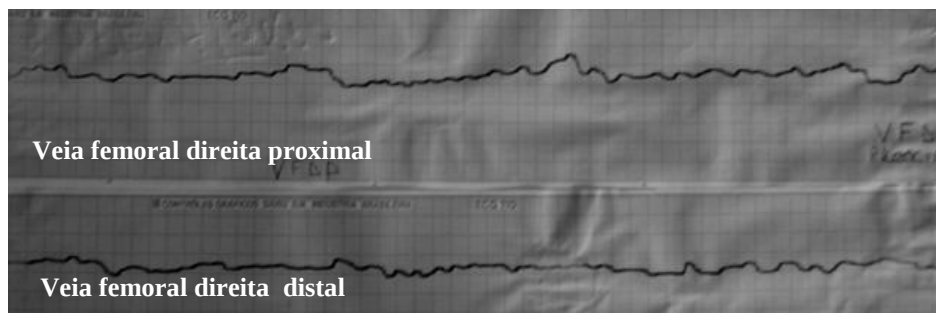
Velocimetria Doppler da veia femoral direita no trans-operatório da 2ª cirurgia
